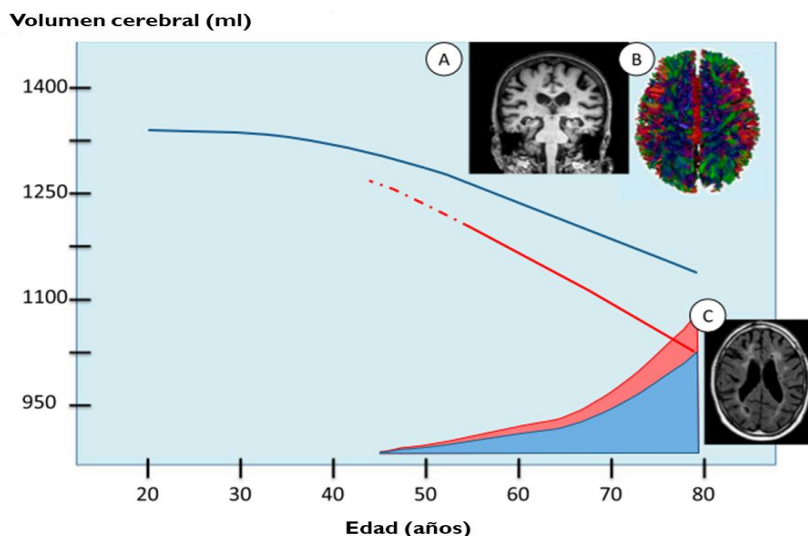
Trayectorias de anomalías en la resonancia magnética cerebral en pacientes con DM2. La DM2 se asocia con atrofia cerebral (línea azul, evolución de los volúmenes cerebrales con la edad en la población general; línea roja, trayectorias estimadas para la DM2). (A), pérdida de conectividad (B) y una mayor carga de SVD (área sombreada en azul, SVD en población general con edad; área roja, SVD en pacientes con DM2) (C). Anomalías en la resonancia magnética cerebral desde estadios prediabéticos (línea punteada roja), probablemente bajo la influencia de un perfil de factor de riesgo vascular adverso (Modificado de: Biessels y Reijmer, 2014).
